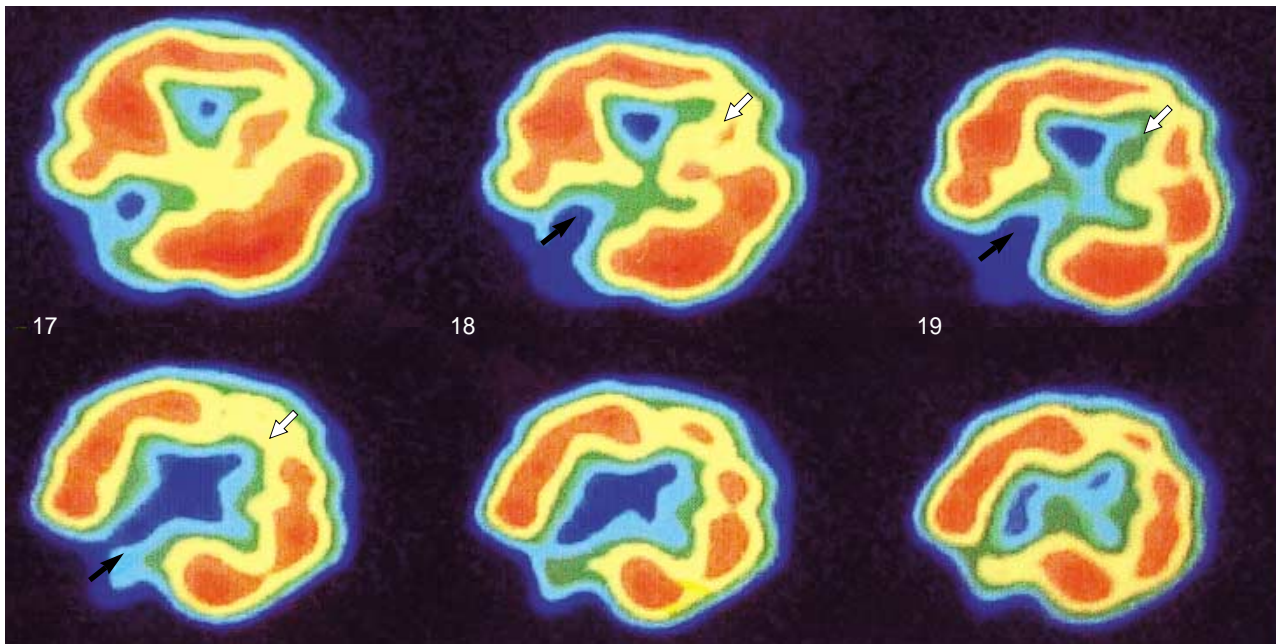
Cerebral perfusion SPECT using Tc-99m HMPAO reveals focal hypoperfusion in the left frontal perisylvian area (♣) and right occipital lobe (♠). The latter resulted from old lesion.
